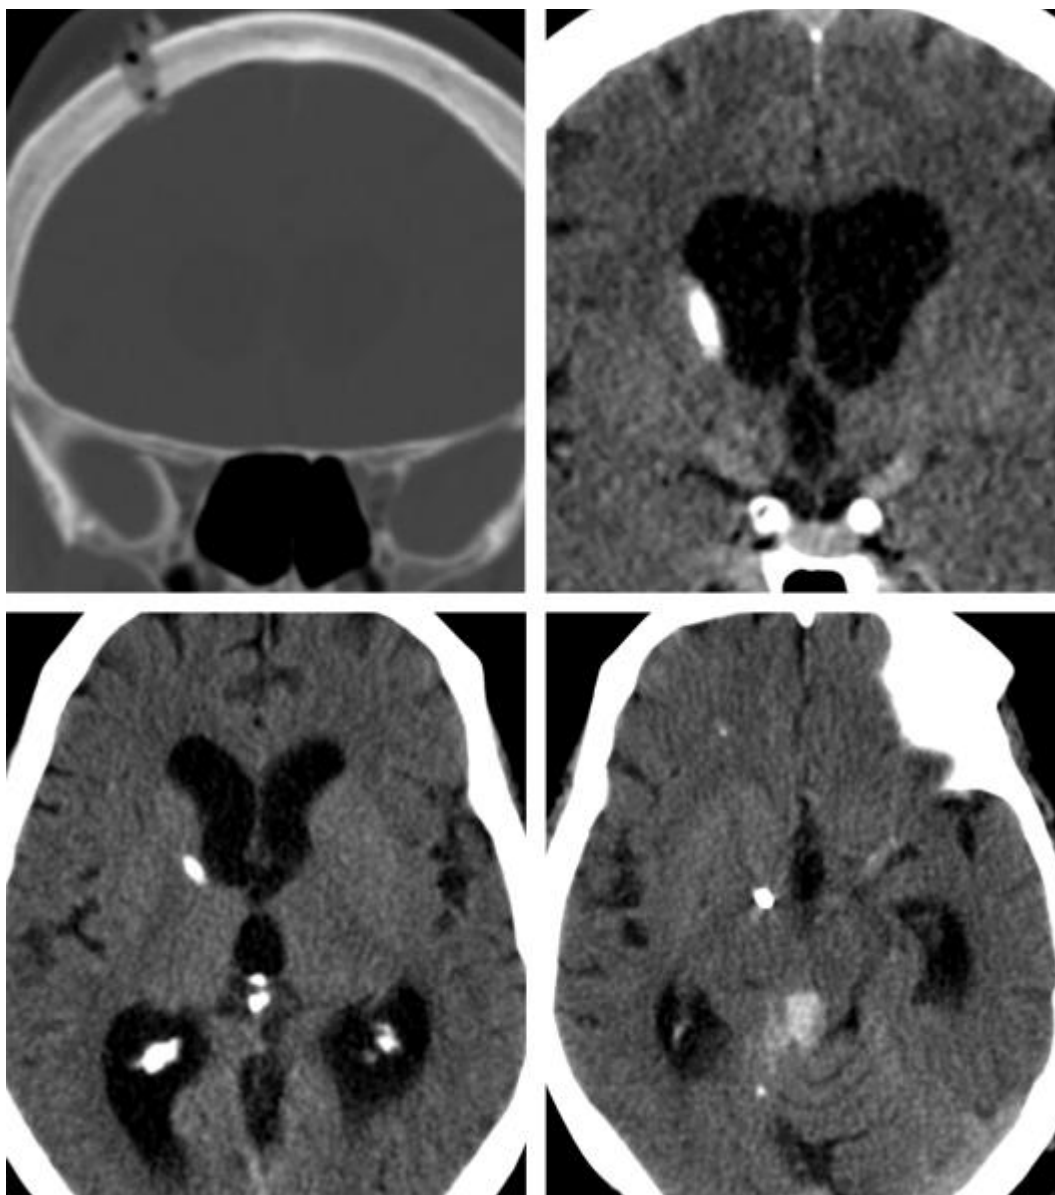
这个 EVD 导管可能只是因为小孔的内边缘导致轻微偏移（左上冠状位 CT）。导管刚刚好偏出侧脑室（右上图）。由于未进入导管，术者将导管插入大于允许的深度，导
